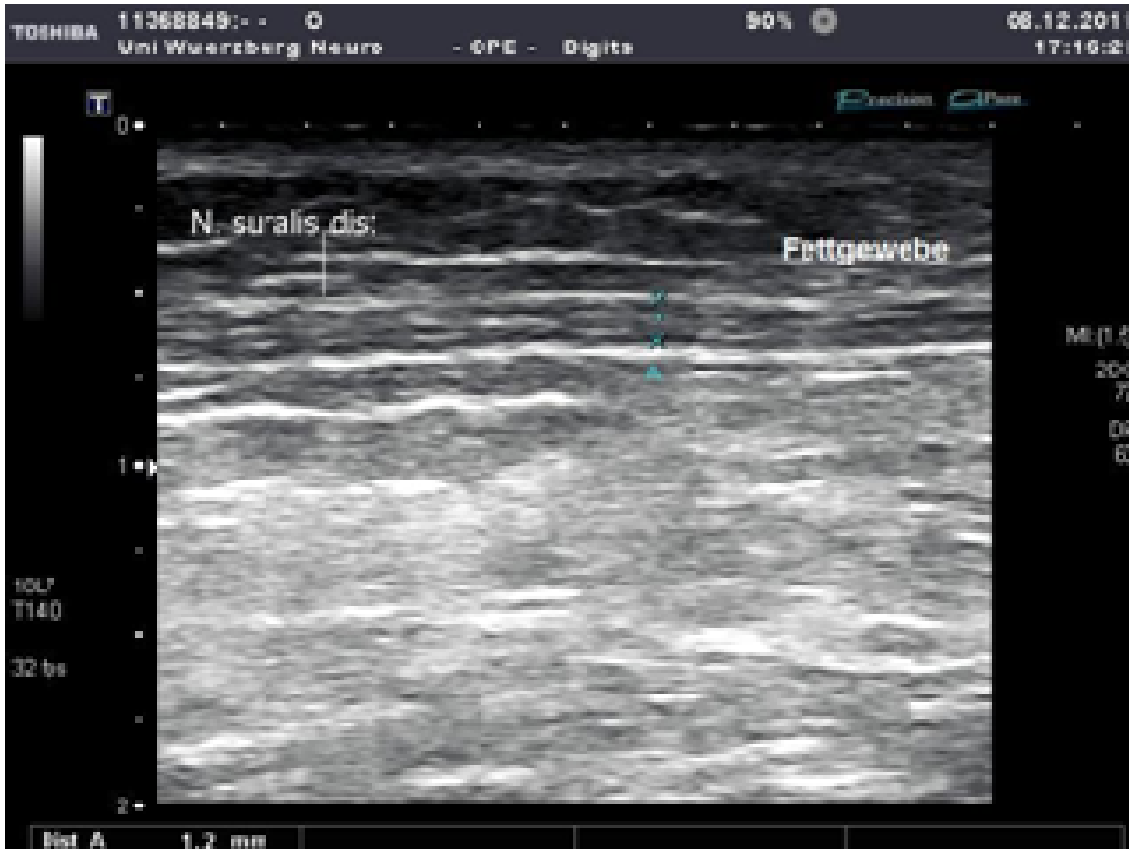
Sonographisches Bild des N. suralis dist. im Longitudinalschnitt
